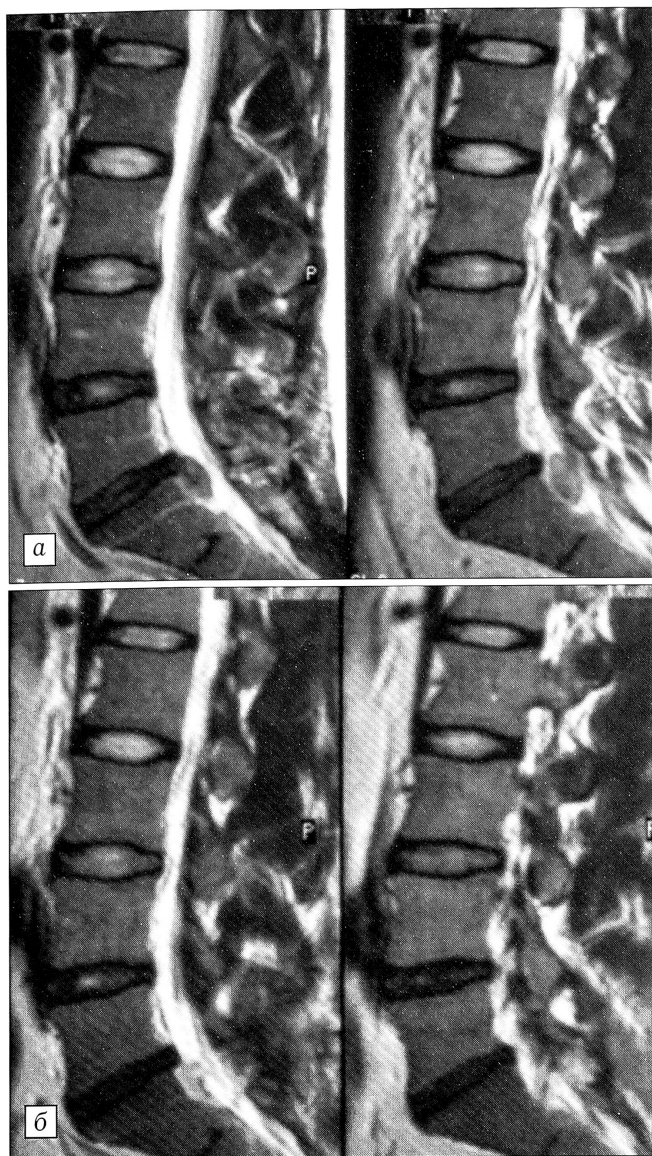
МРТ поясничного отдела позвоночника больного И. в сагиттальной проекции: а — до операции, б — после операции.
